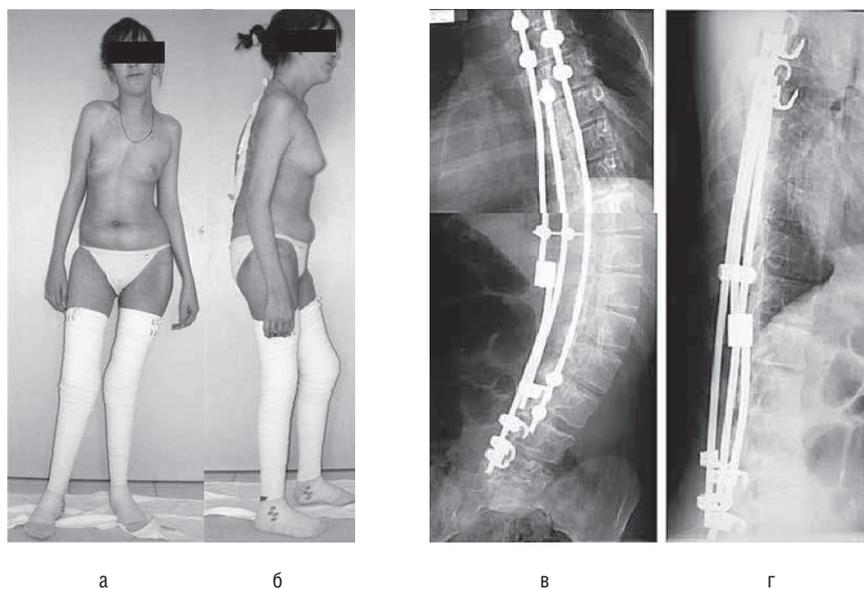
Внешний вид и рентгенограммы пациентки после первого оперативного вмешательства (2007 г.).
